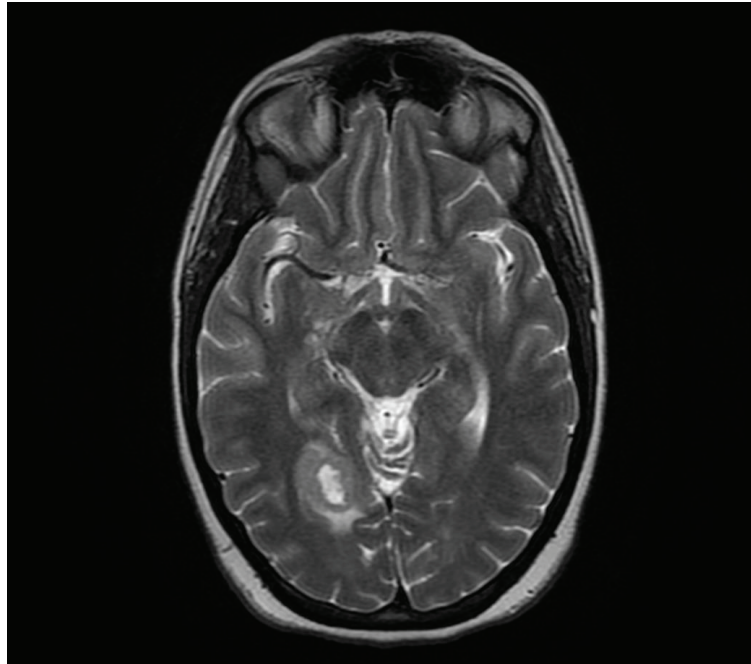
Resonancia magnética cerebral en paciente con diagnóstico de melanoma. Lesión en región occipital derecha con edema perilesional y centro necrótico compatible con metástasis cerebral de melanoma.
